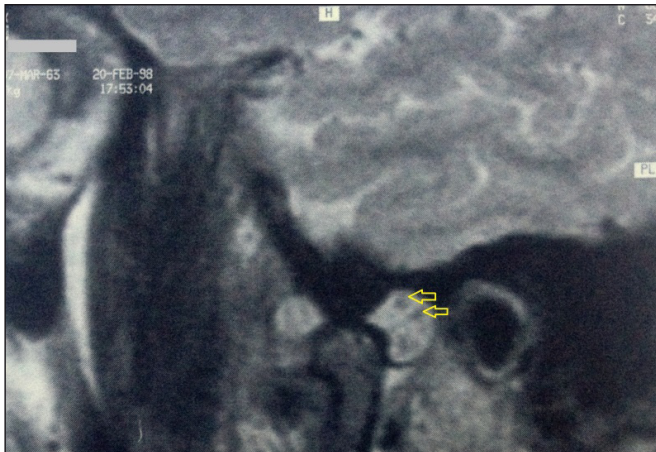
IRM de l'articulation temporo-mandibulaire gauche : épanchement intra-articulaire collecté au niveau du compartiment supérieur.
